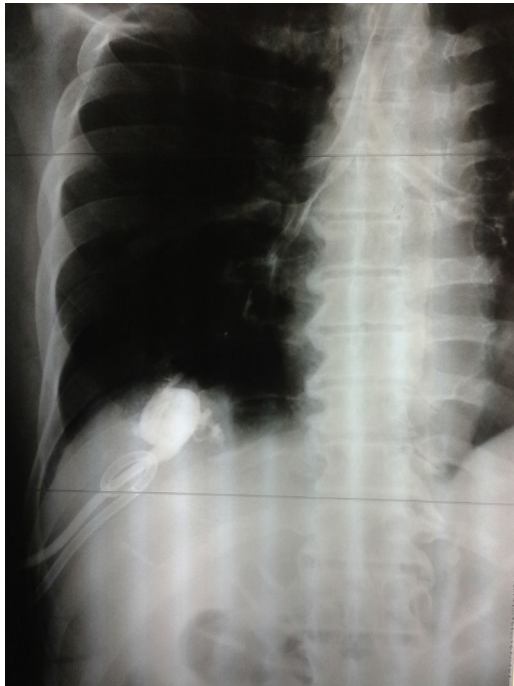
Radiografía de tórax: I. La instilación de contraste hidrosoluble por el drenaje hepático contrasta la vía aérea.
